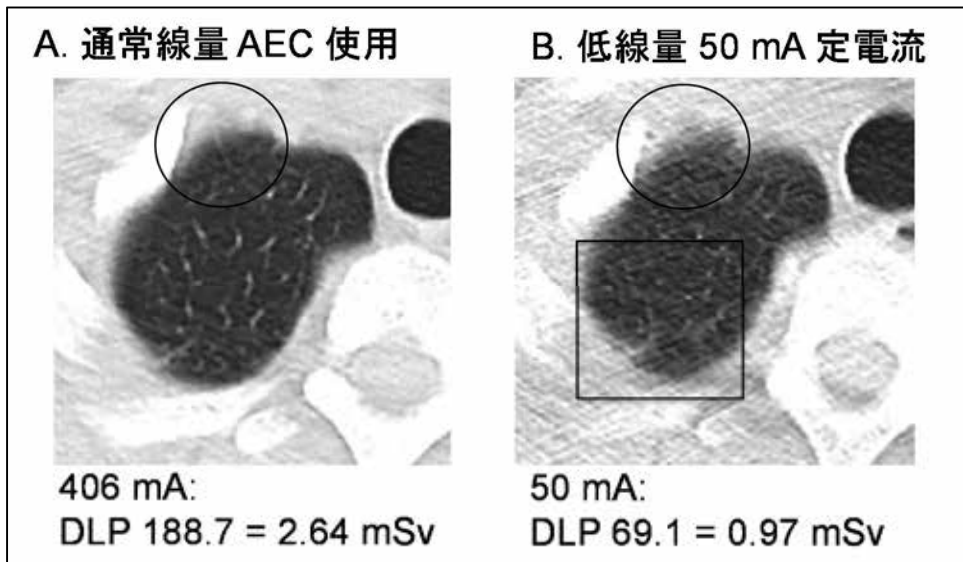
通常線量 CT と低線量 CT との比較 偽陰性（線状）と偽陽性（すりガラス状）：症例 1
